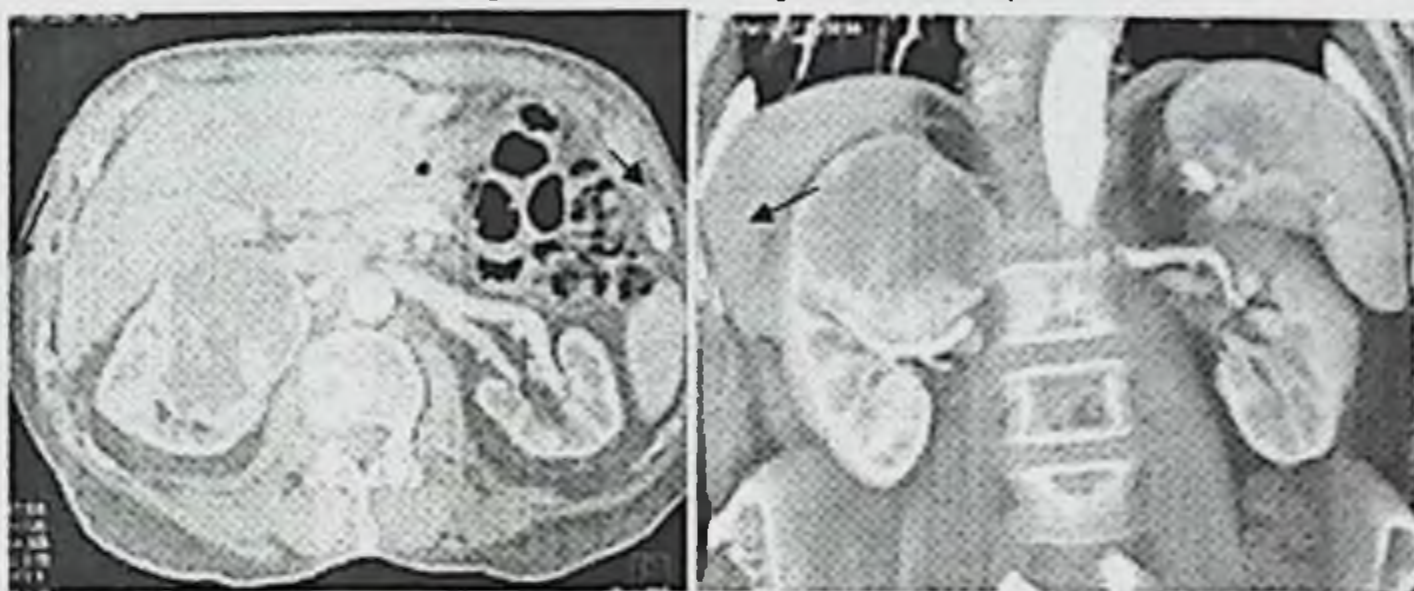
Магнитнорезонансная томография рака правой почки .
